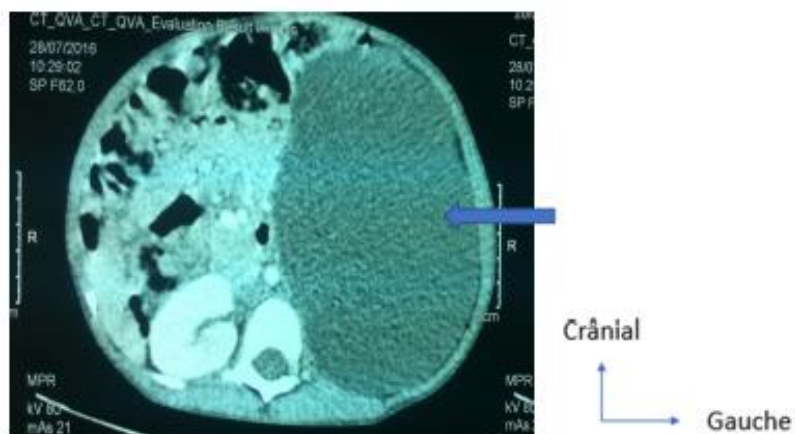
une TDM abdominale montrant une hydronéphrose géante gauche chez un patient de 4 ans. Destruction du parenchyme rénal gauche. Rein droit d'aspect normal.
